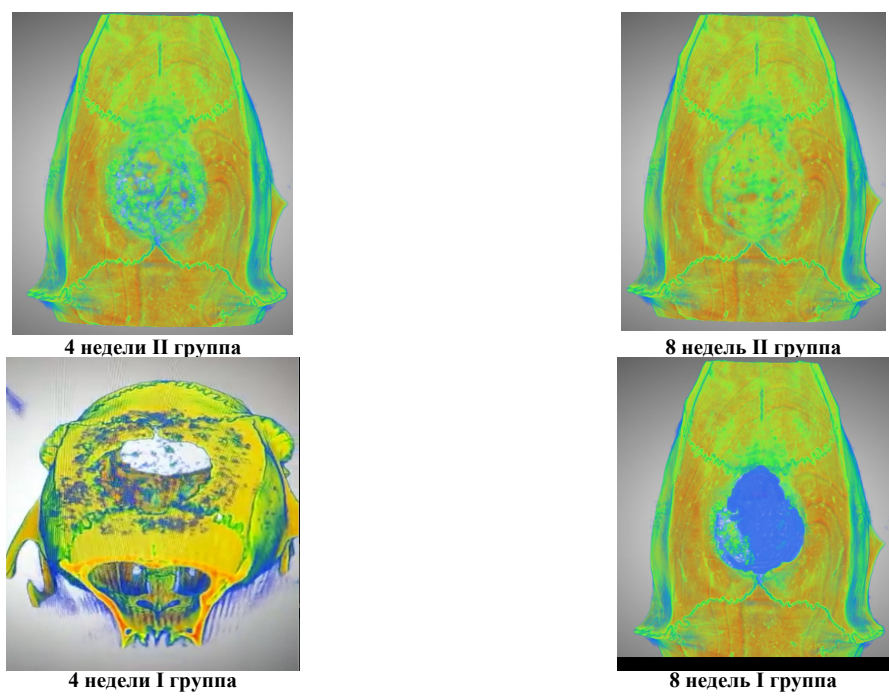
Рентгеновская микротомография черепа животных I и II группы на сроках 4 и 8 недель
